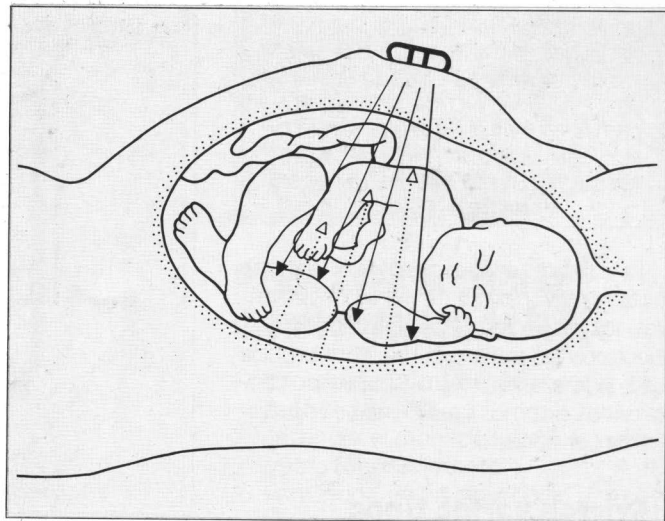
Ultrasonocardiografía.
